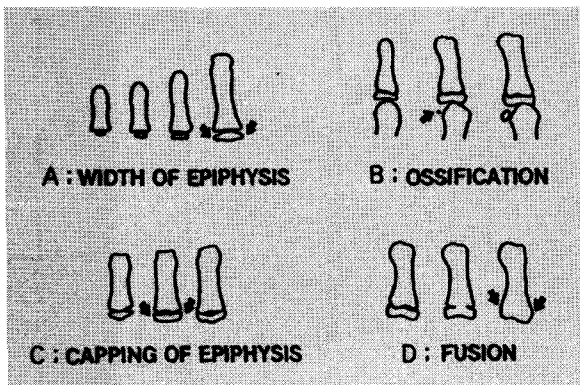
Radiographic identification of skeletal maturity indicators.
